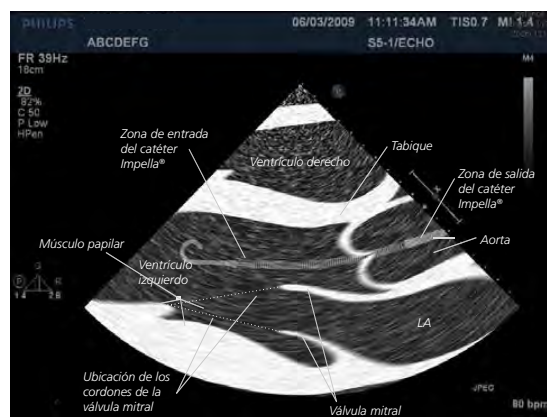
Ecocardiograma transtorácico (ETT) del catéter Impella
